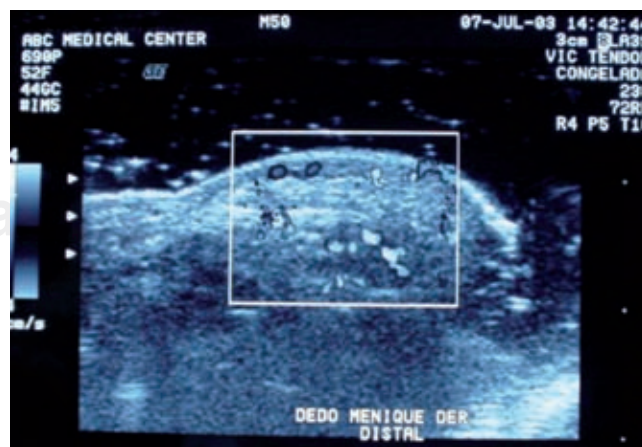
Ultrasonografía Doppler que muestra el flujo sanguíneo dentro de la lesión.
